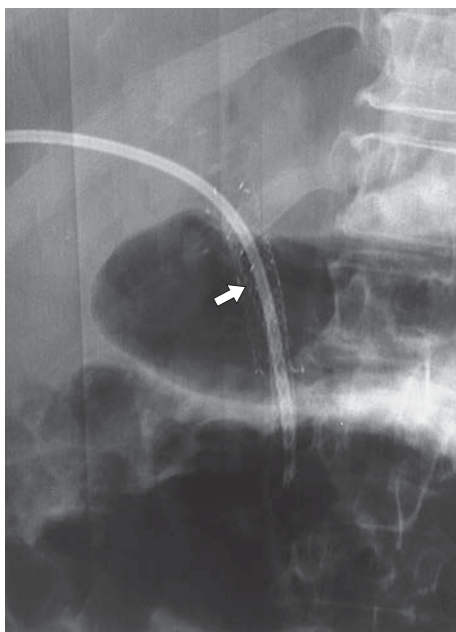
Рентгенограмма. Покрытый нитиноловый стент, установленный по типу “стент в стент” (стрелка).
